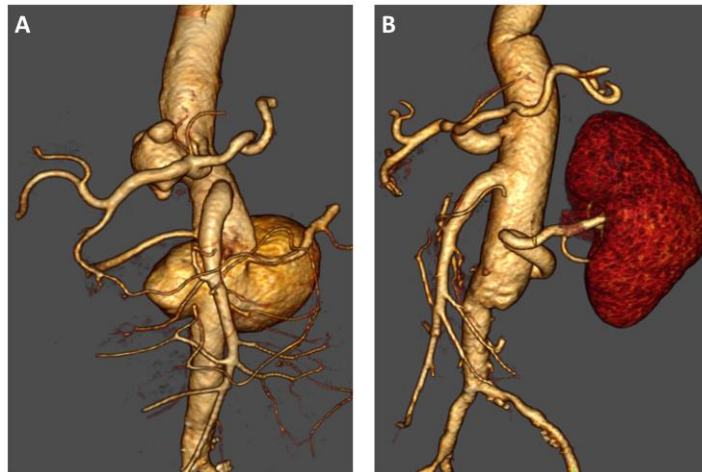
(A): 59-jähriger Patient mit einem thorako-abdominellen Aortenaneurysma. (B): Postoperative CT-Angiographie nach einem Typ-2-Aortenrepair.
